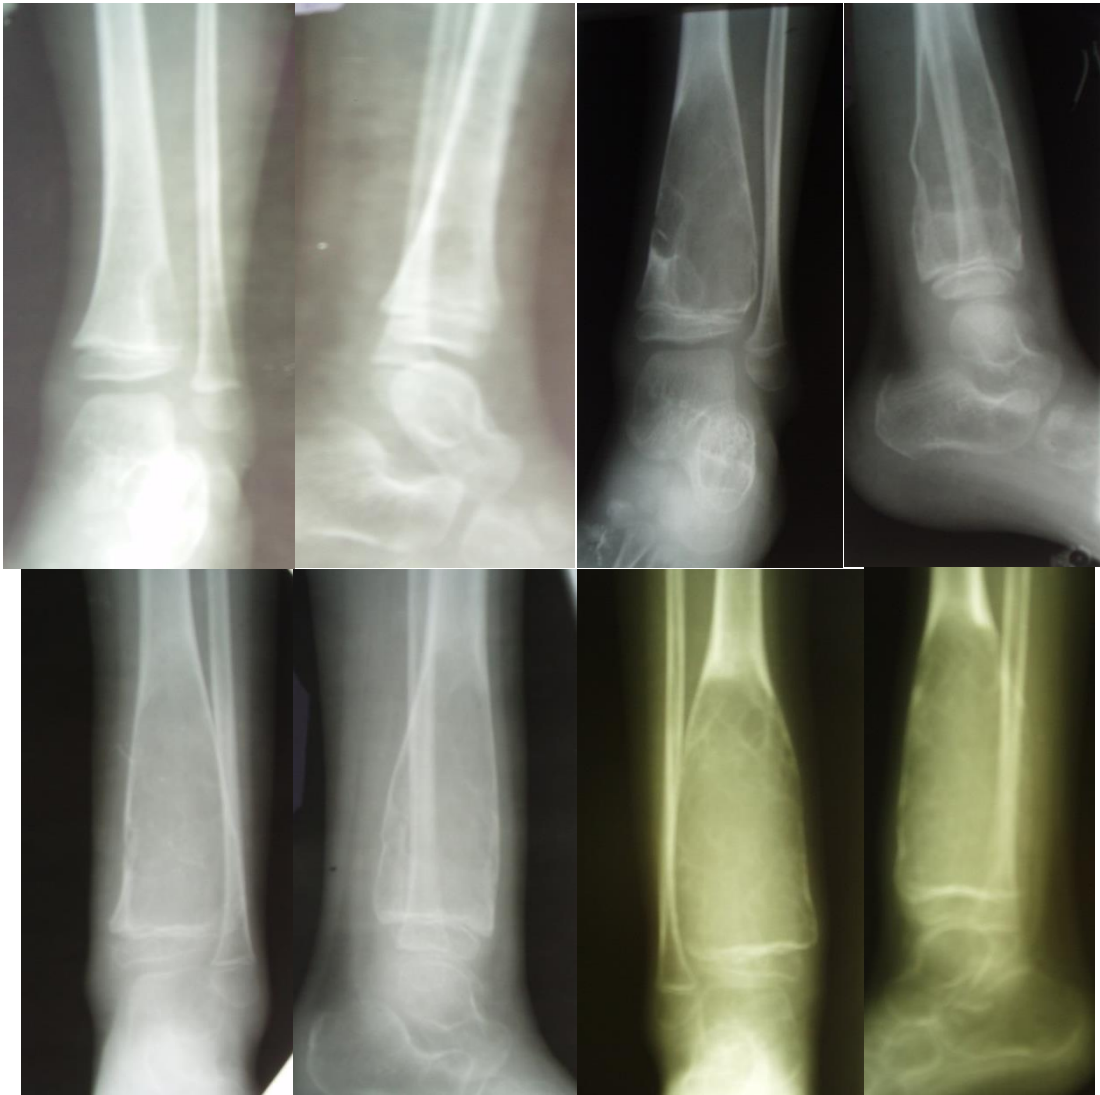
Больной У., 6 лет. На серии рентгенограмм видна отрицательная динамика кисты большеберцовой кости, которая от краевого дефекта в течение полугода дистально достигла ростковой зоны, а проксимально – до средней трети голени, с выраженным агрессивным ростом и конечным вздутием большеберцовой кости в средней и нижней трети.
